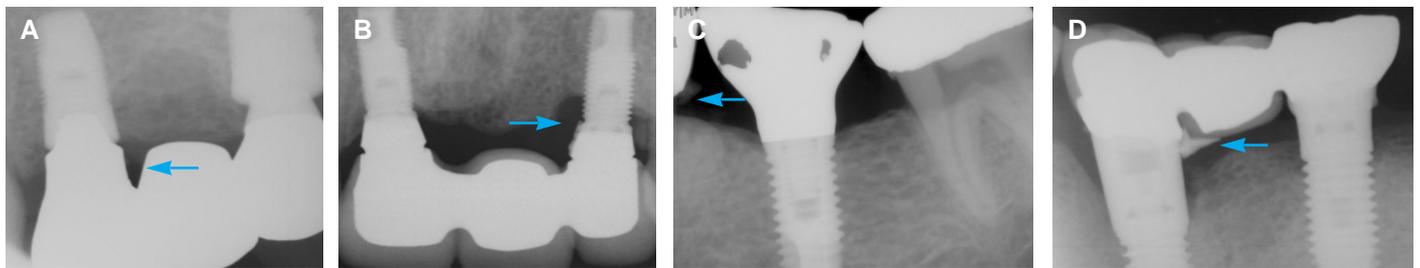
Radiographic images of various cements. (A) Resin cement, (B) ZOE cement, (C) RMGI cement, (D) ZPC.
